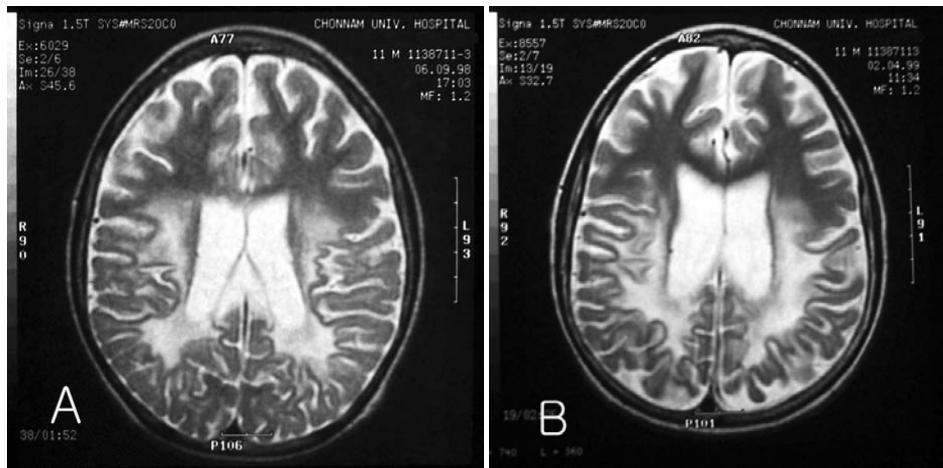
(A) Initial brain MRI shows demyelinating lesions of both parieto-occipital white matters, extending to frontal areas. (B) Follow up after one year of Lorenzo’s oil therapy, the lesions extended with accompanying brain atrophy.
